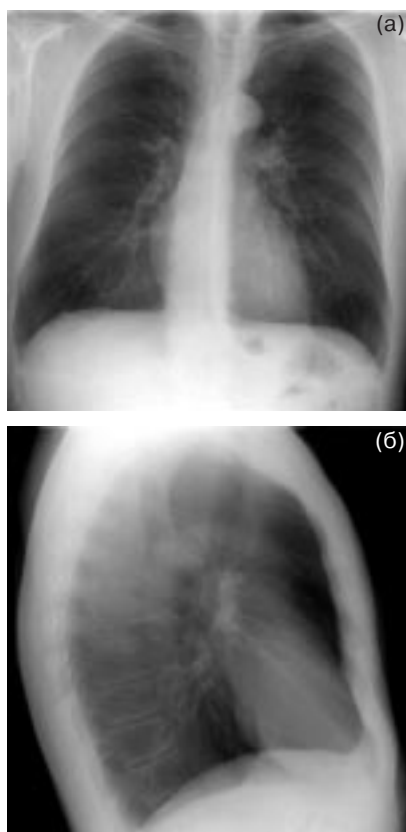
Рентгенограммы легких в прямой и боковой проекциях. Признаки обострения ХОБЛ: расширение корней легких, утолщение стенок бронхов и увеличение диаметра сосудов, нечеткость их контуров.
